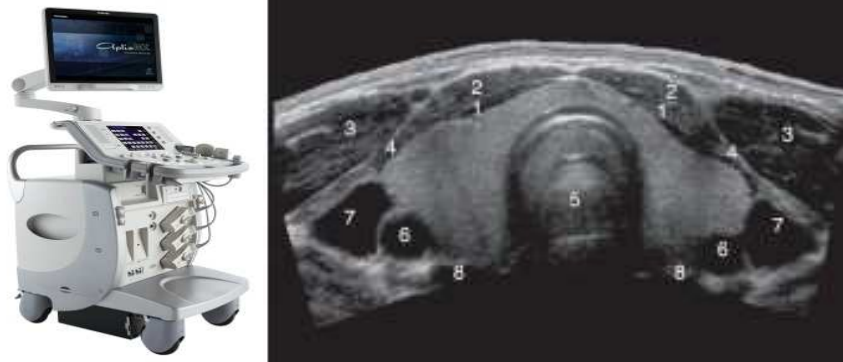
Ecógrafo y ecografía de tiroides.
